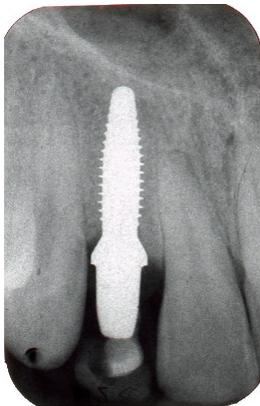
Röntgenaufnahme nach Einsetzen des Implantates.
